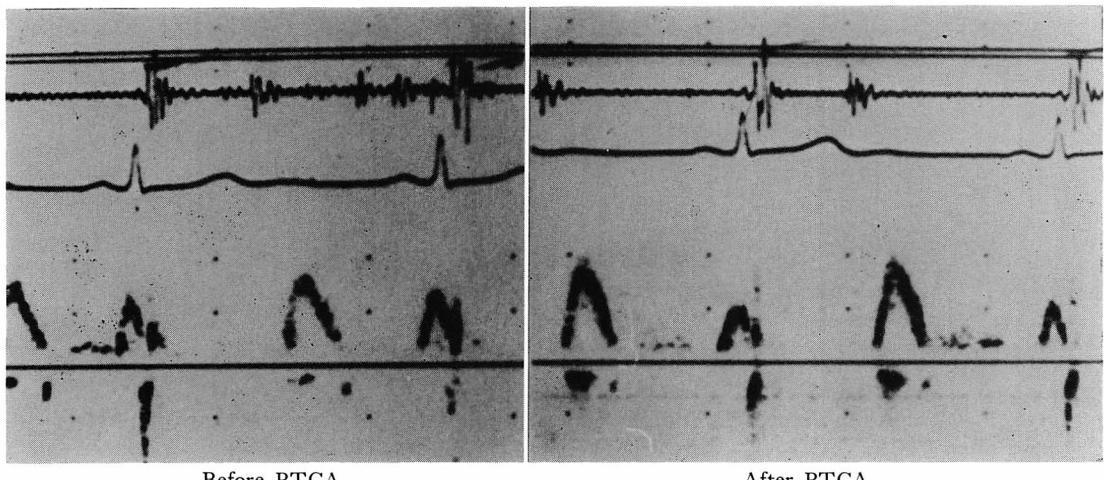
Pulsed Doppler echocardiograms in a 47-year-old woman who underwent successful PTCA of the LAD.
